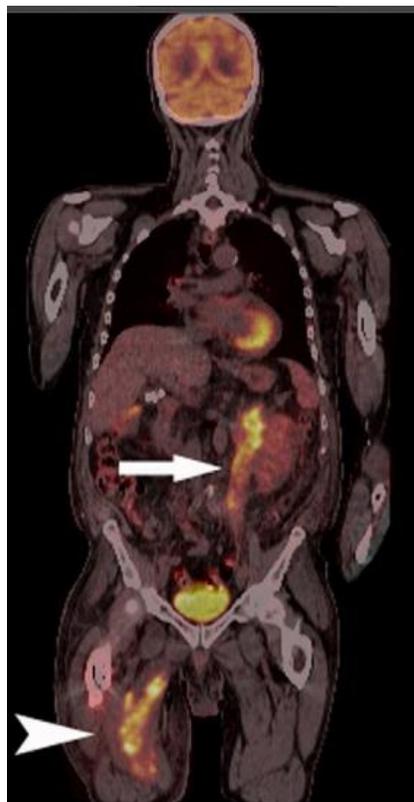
Exemple d'un cliché de PET-scan montrant des lésions extra-rachidiennes chez un patient présentant un myélome multiple (33)
